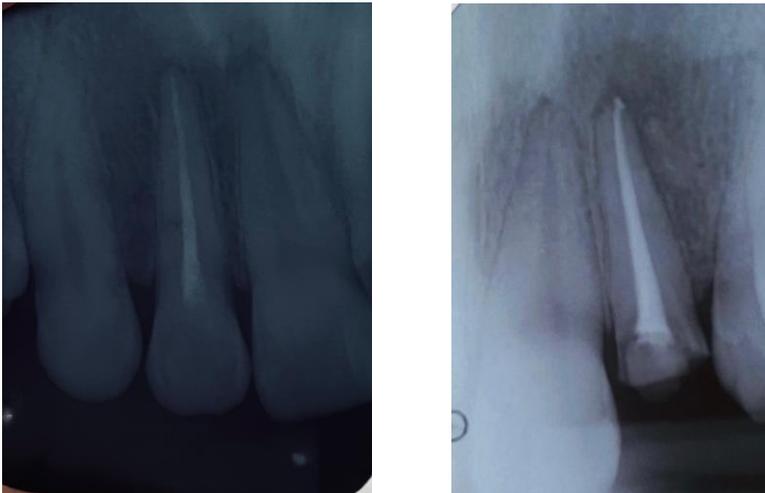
Radiografia periapical elemento 22
